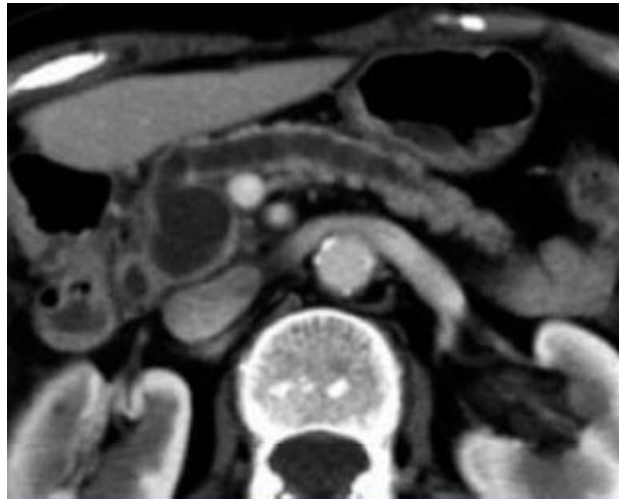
CT scan showing dilatation of the Wirsung by a TIPMP with cystic dilatation of 2cm of a secondary canal of the pancreas head.
